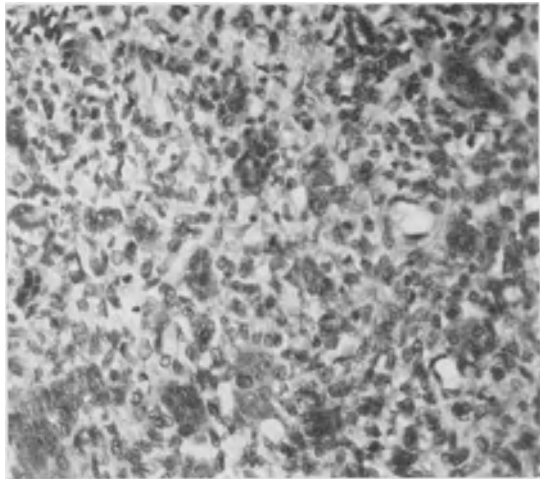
Probeexzision in der Zeit zwischen den beiden Röntgenbildern der Abb. 176 und 177. Gutartige Riesenzellgeschwulst.
